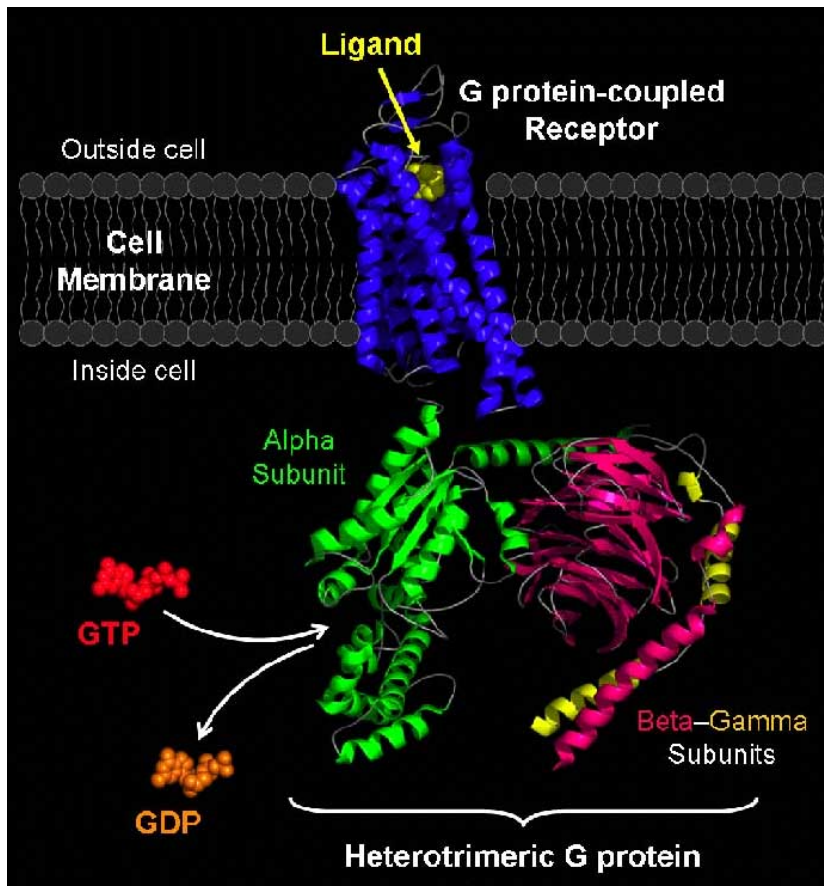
Röntgenstrukturanalyse eines G-Protein-gekoppelten Rezeptors (GPCR), mit freundlicher Genehmigung des Verlages (75)
